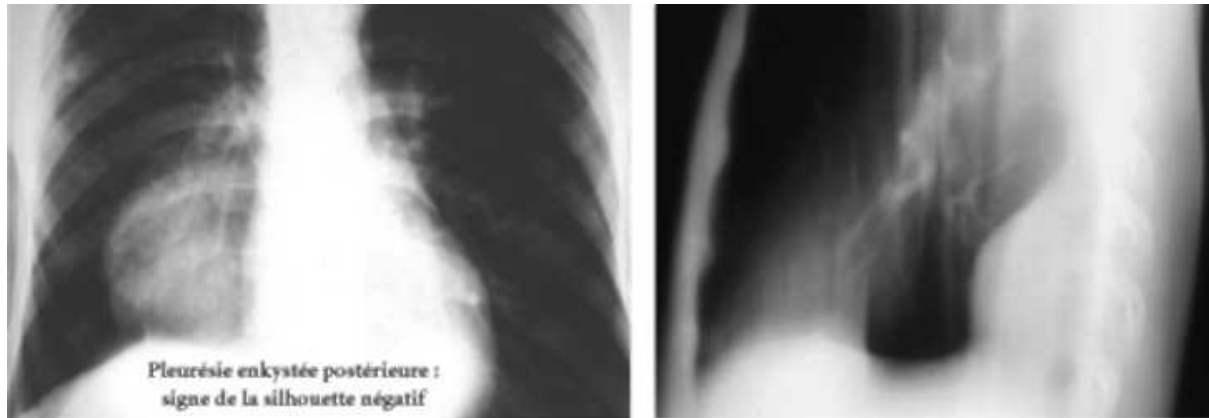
[288]- RT de face et tomographique de profil gauche : pleurésie enkystée postérieure. Noter de face la limite nette existant entre le bord droit du cœur et l'opacité dense paracardiale. Signe de la silhouette « négatif ». Celle-ci est donc de siège postérieur, située en arrière du cœur. De profil l'opacité est plaquée en avant de la colonne vertébrale.
